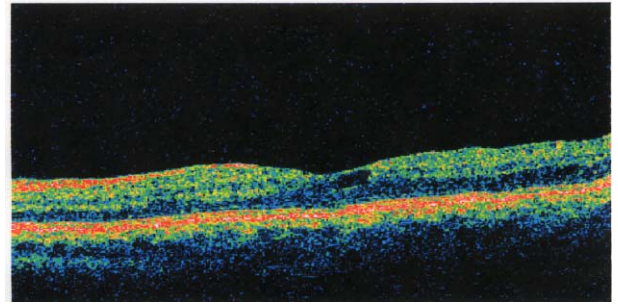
Optical coherence tomography (OCT) of the patient's left eye, two weeks after discontinuation of rosiglitazone showed marked decrease of subretinal fluid at the central macula.
